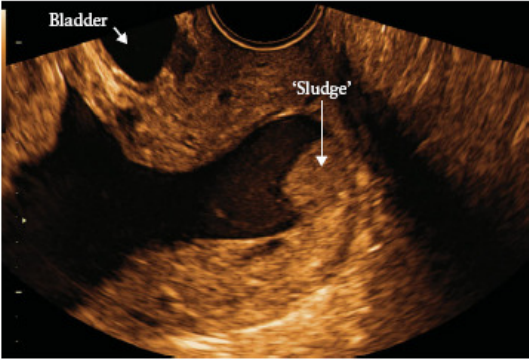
Two-dimensional ultrasound image showing amniotic fluid 'sludge' in a patient with a short cervix and a cervical funnel.
